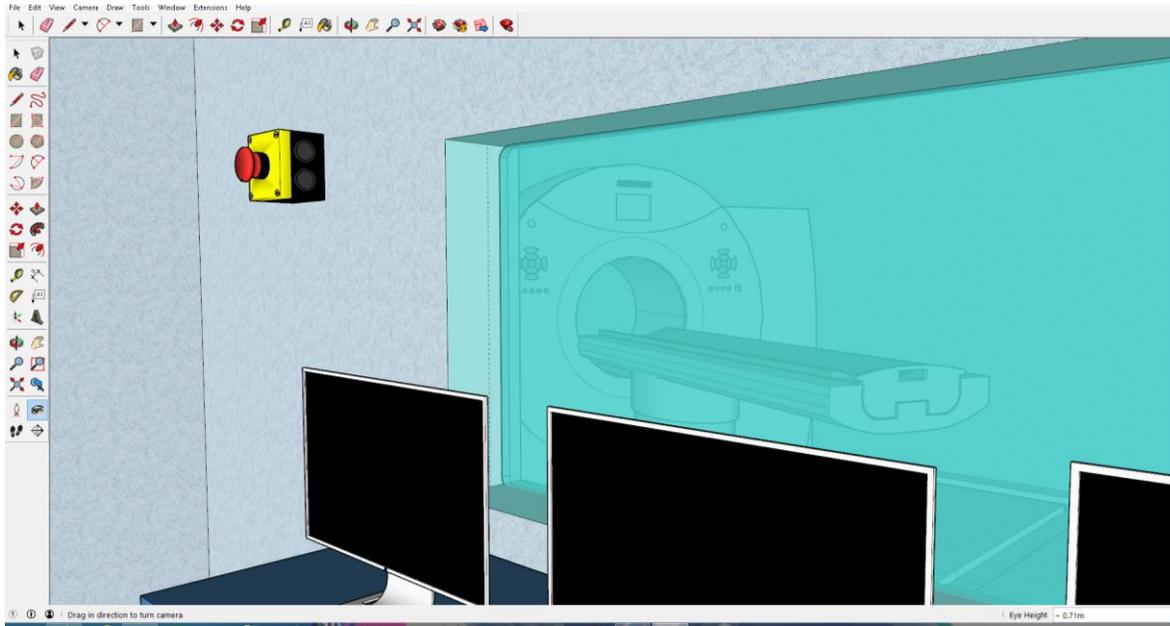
Vista desde el cuarto de disparo de la sala Tomografía.
